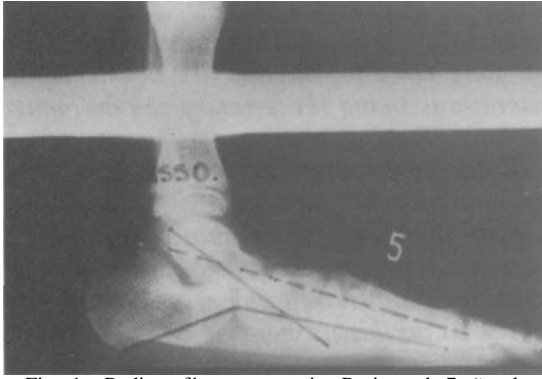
Radiografía preoperatoria. Paciente de 7 años de edad. THH tipo A.
